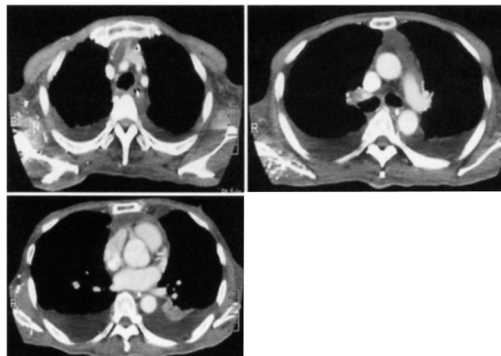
CT imaging of mediastium before second operation.
